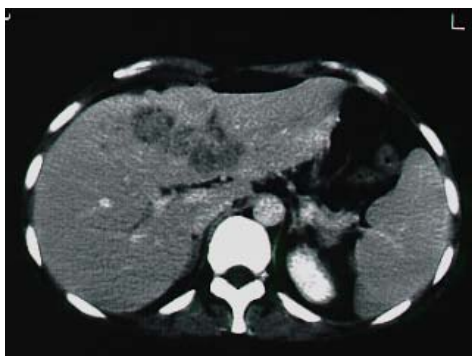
Tomografía axial computarizada (TAC). Imagen hipodensa en lóbulo derecho hepático.
